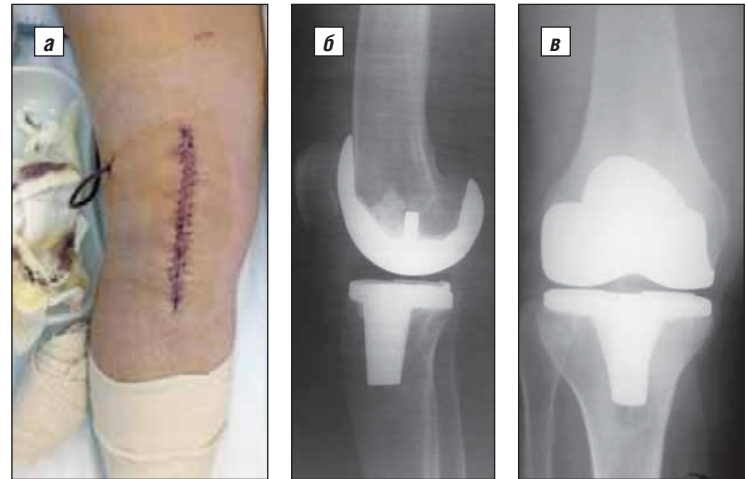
Данные исследования пациентки Б.: а – вид послеоперационной раны в 1-е сутки после операции; б, в – рентгенограммы после эндопротезирования
